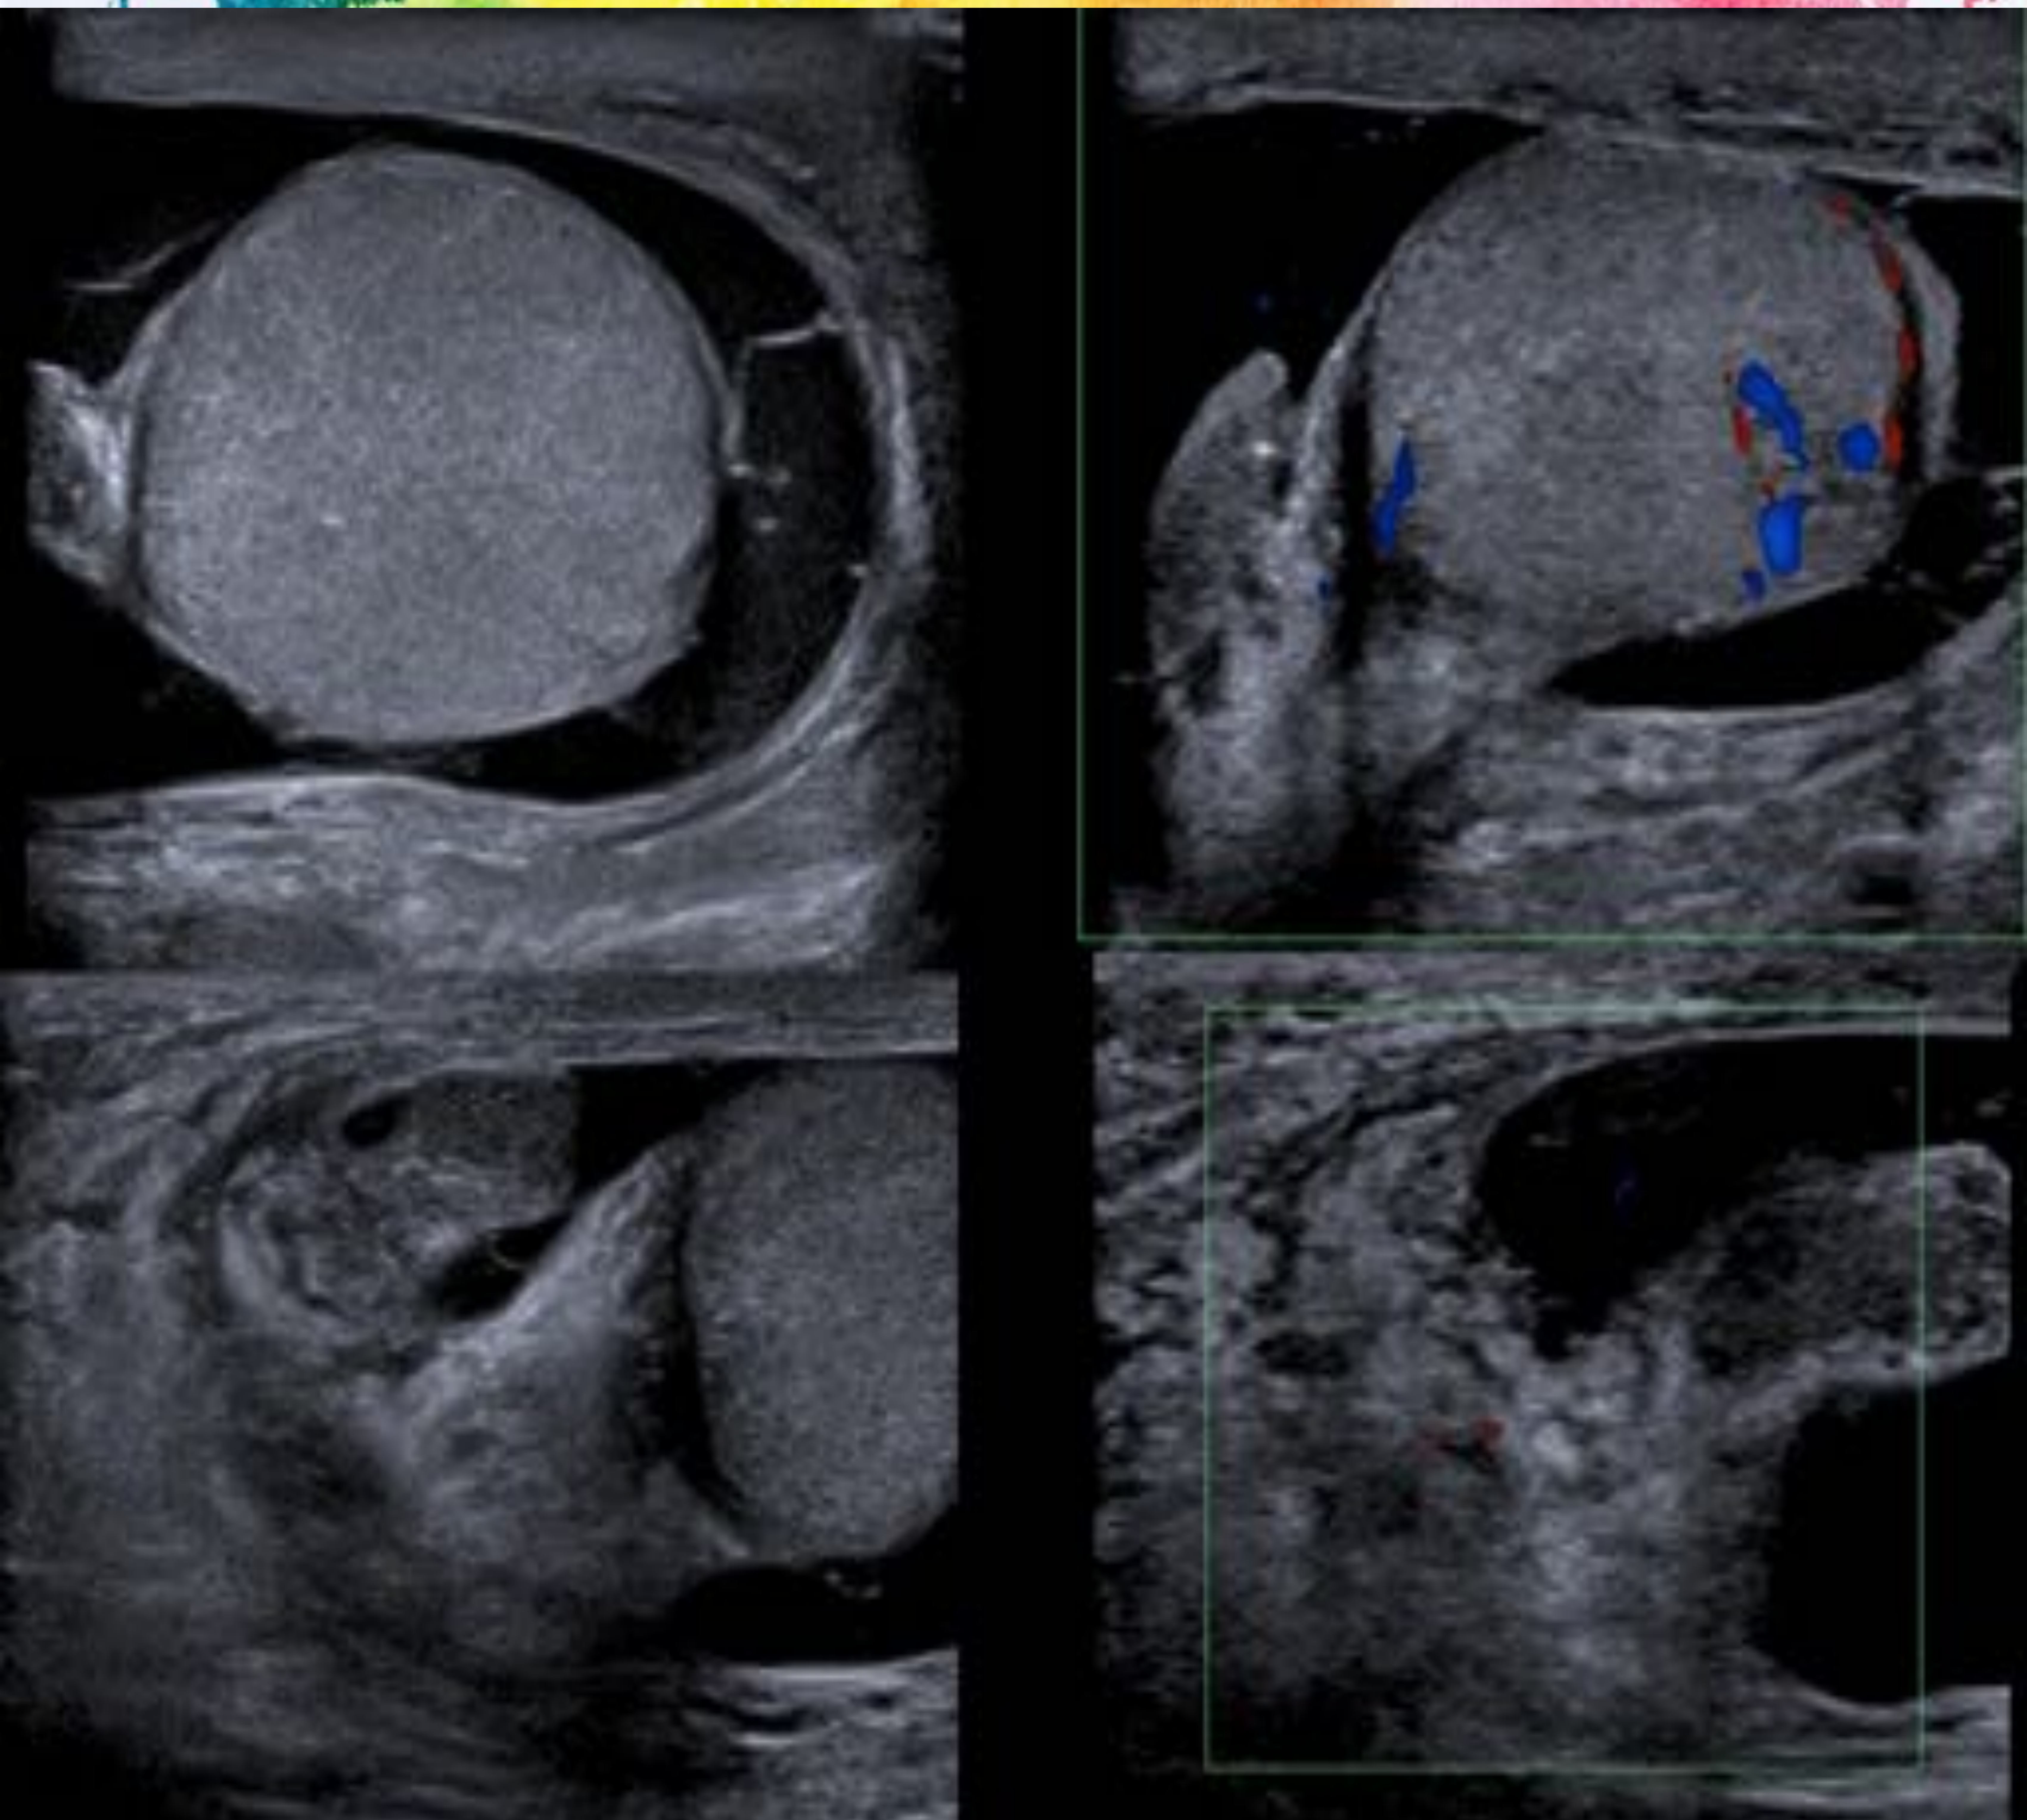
Hematoma extratesticular: Hombre de 55 años con una historia traumática hace 3 días. El examen físico mostró agrandamiento de la cavidad escrotal y dolor a la palpación. En la ecografía, se observa engrosamiento de las cubiertas escrotales y masa sólida escrotal extratesticular (correspondiente a hematoma). El testículo es normal.
